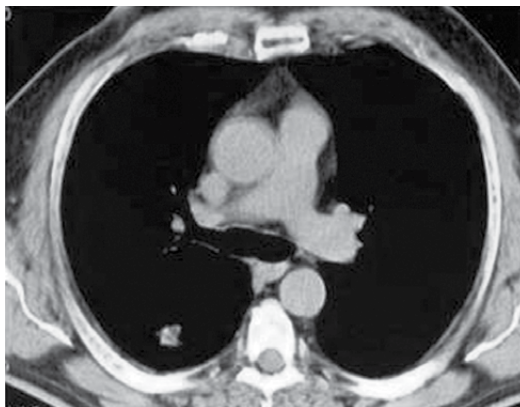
TC de tórax evidenciando um nódulo de 2 cm de diâmetro, sem calcificações, com contornos indefinidos e sem evidência de adenopatias ou comprometimento pleural.
